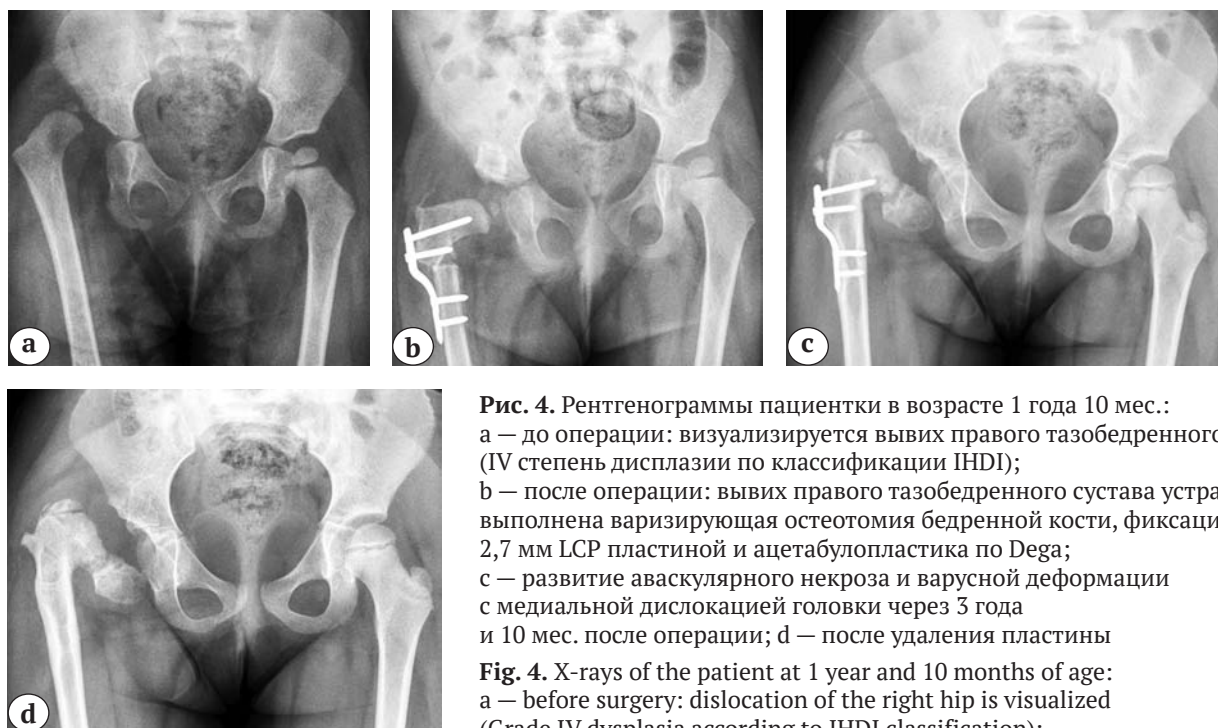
Рентгенограммы пациентки в возрасте 1 года 10 мес.:
